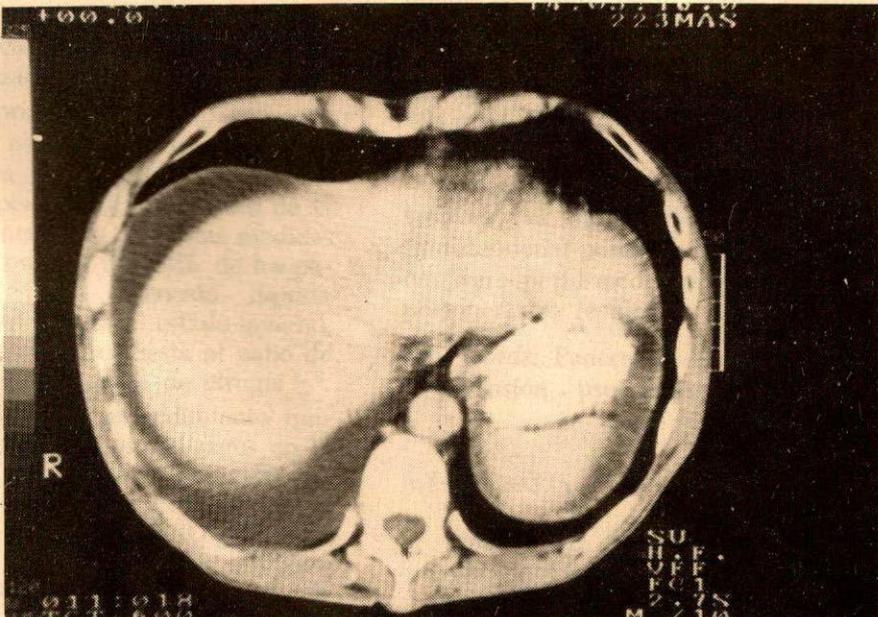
TAC abdominal. Derrame pleural derecho y ascitis.
